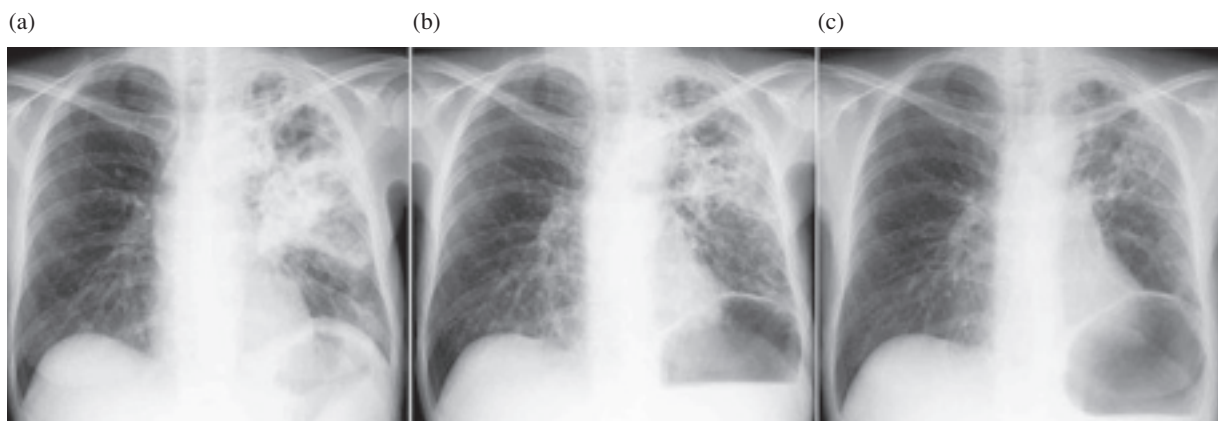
(a) Chest radiograph finding on admission to hospital, (b) Chest radiograph finding at 4 months after start of first-line therapy at MDR-TB diagnosis, (c) Chest radiograph finding at 3 months after start of anti-MDR-TB therapy
